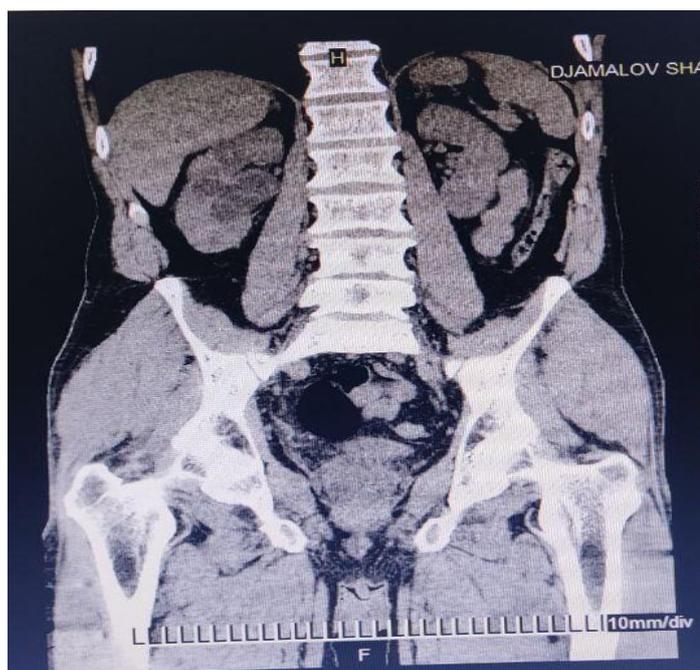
Поликавернозная форма ТБ правой почки (КТ без контрастирования)
